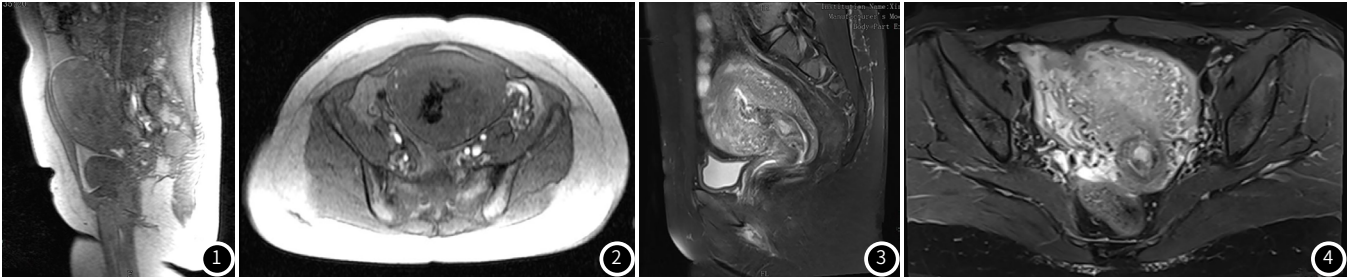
~图2 粘连型胎盘产前MRI检查图像。图3~图4 植入型胎盘产前MRI检查图像。
